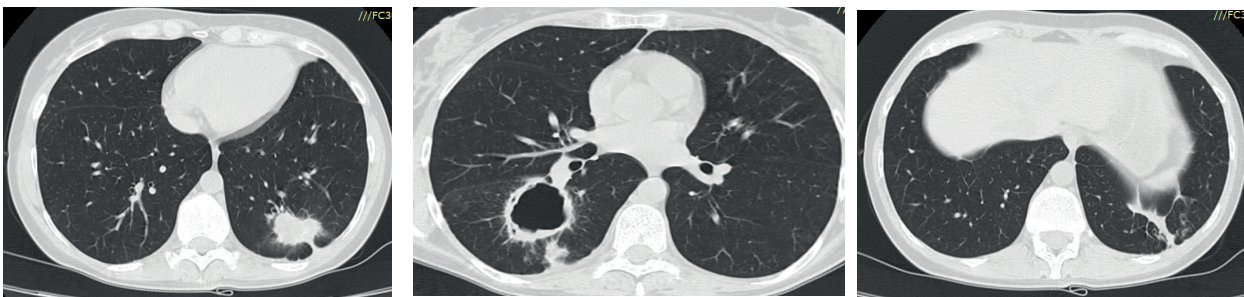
КТ ОГК через 6 лет наблюдения
